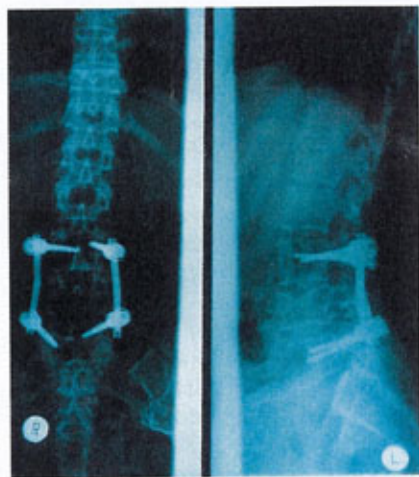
Röntgenaufnahme in zwei Ebenen (Sagittalebene/Frontalebene) mit Instrumentierung LWK 3–5
